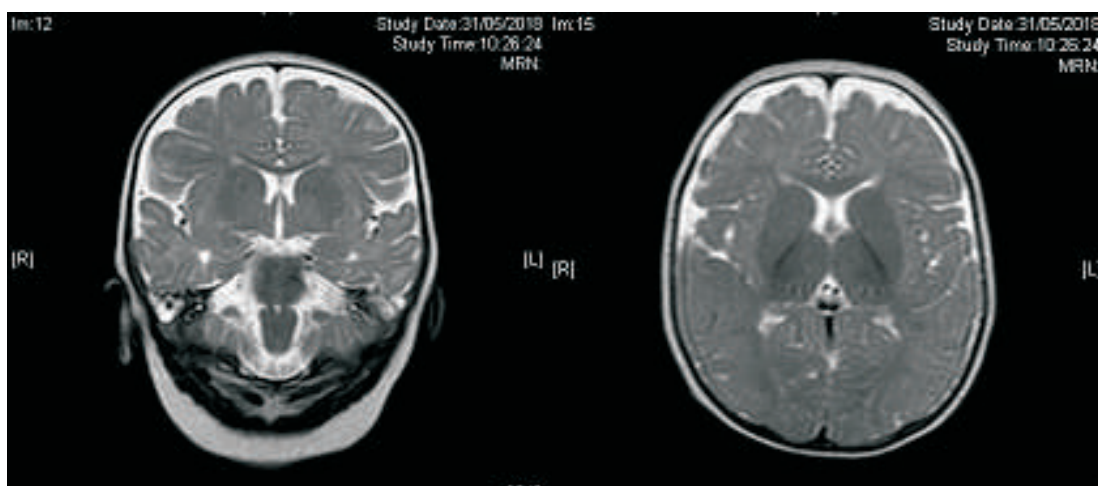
Corte coronal RM atrofia fronto-temporal
